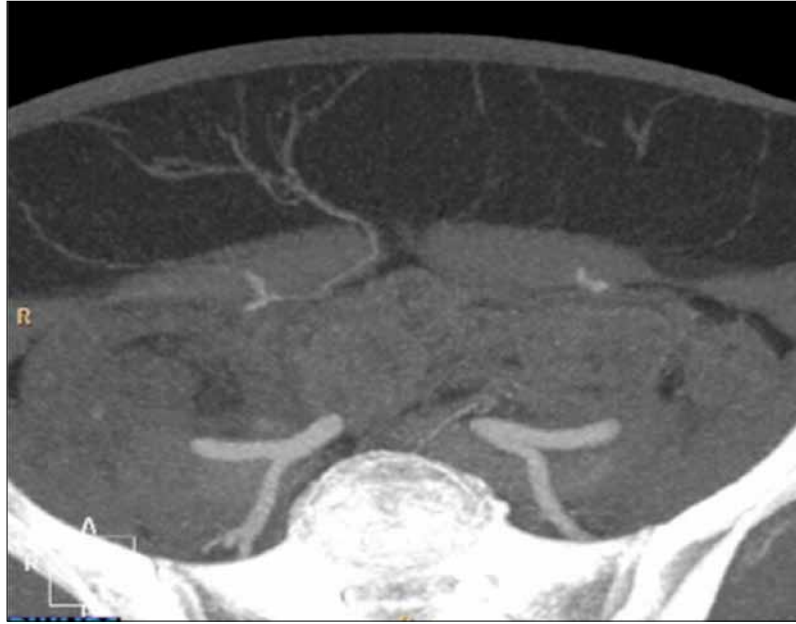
Preoperative DIEP-flap perforator vessel visualization using CT-angiography (CTA).
